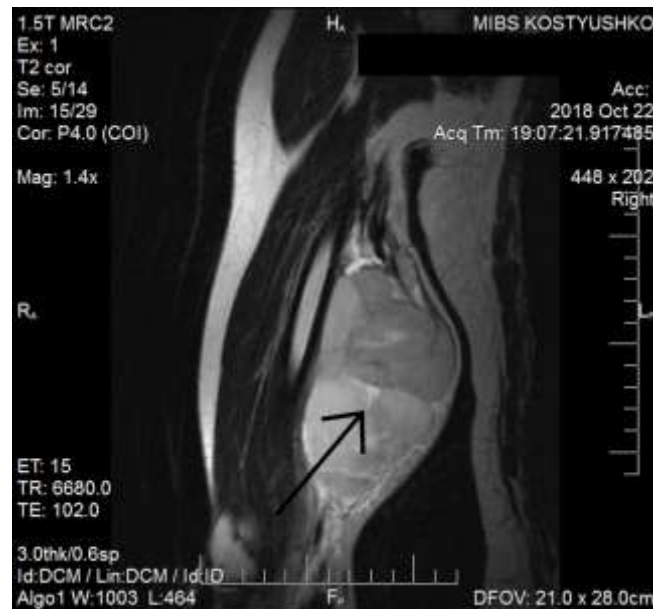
МРТ правого плеча Больной Т., 42 года, ИБ № 148-2019. Рецидив злокачественной опухоли оболочки периферического нерва (указана стрелкой) в области правого плеча (лучевой нерв)
